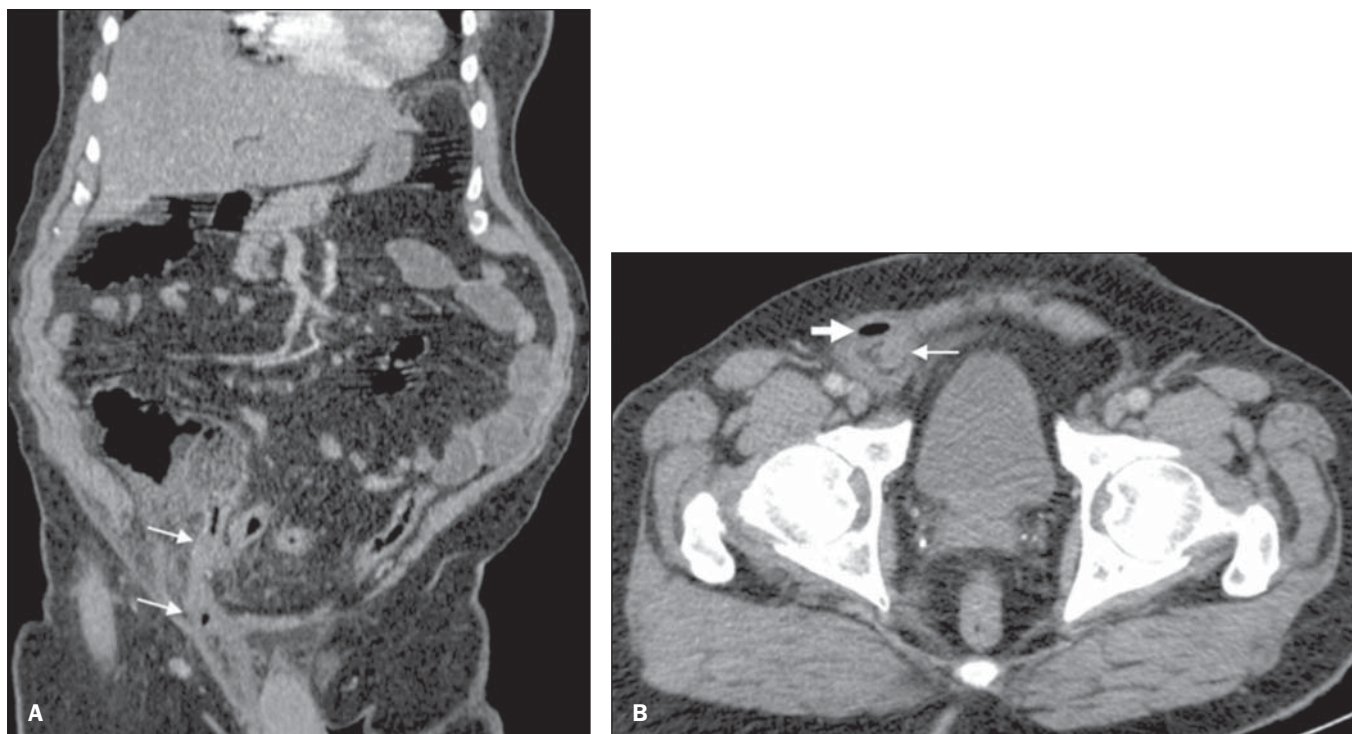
A: Tomografia computadorizada do abdome, reconstrução coronal. B: Corte axial ao nível da pelve.
